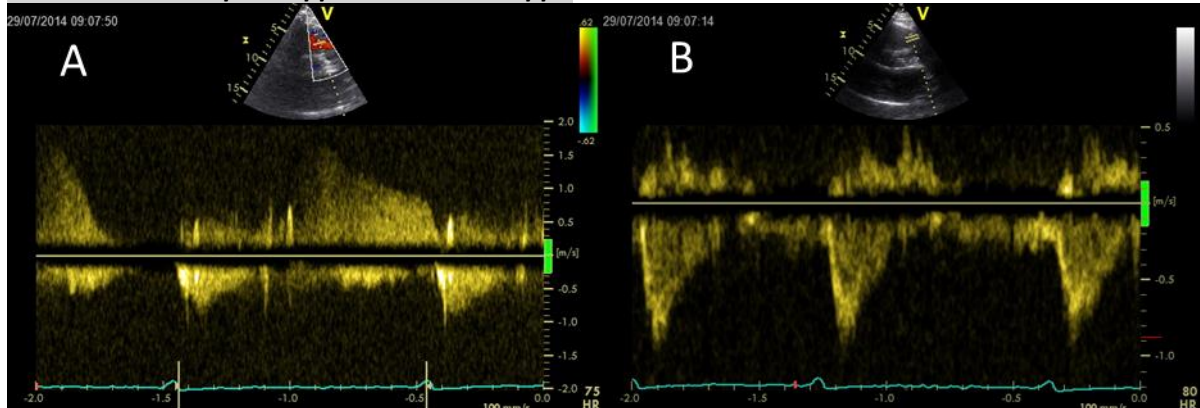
cw-Doppler Pulmonalklappeninsuffizienz (A) und pw-Doppler Pulmonalklappe (B)
